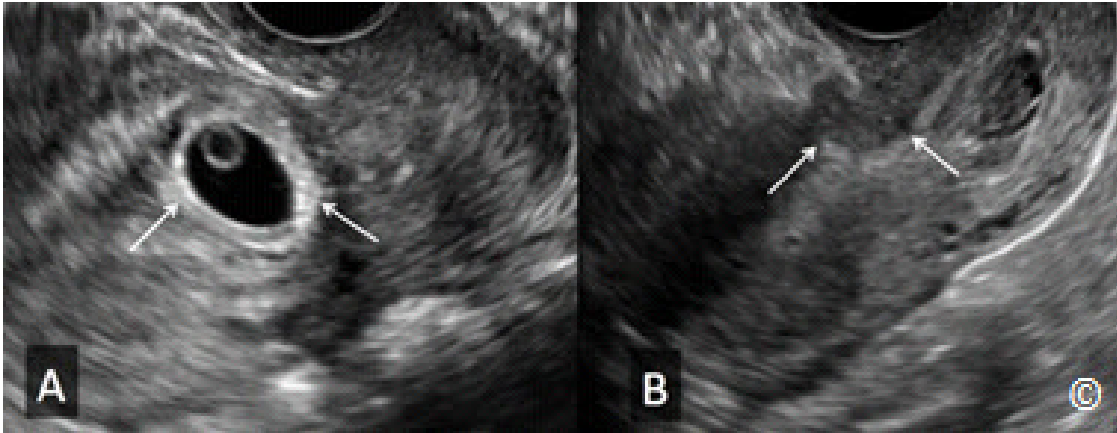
A y B: Ultrasonido transvaginal de un plano sagital del útero que muestra en (A) una implantación en la cicatriz de la cesárea (flechas). La figura B muestra la misma implantación en la cicatriz de la cesárea (flechas) dos semanas después de la inyección directa de metotrexato. Obsérvese la resolución significativa.
